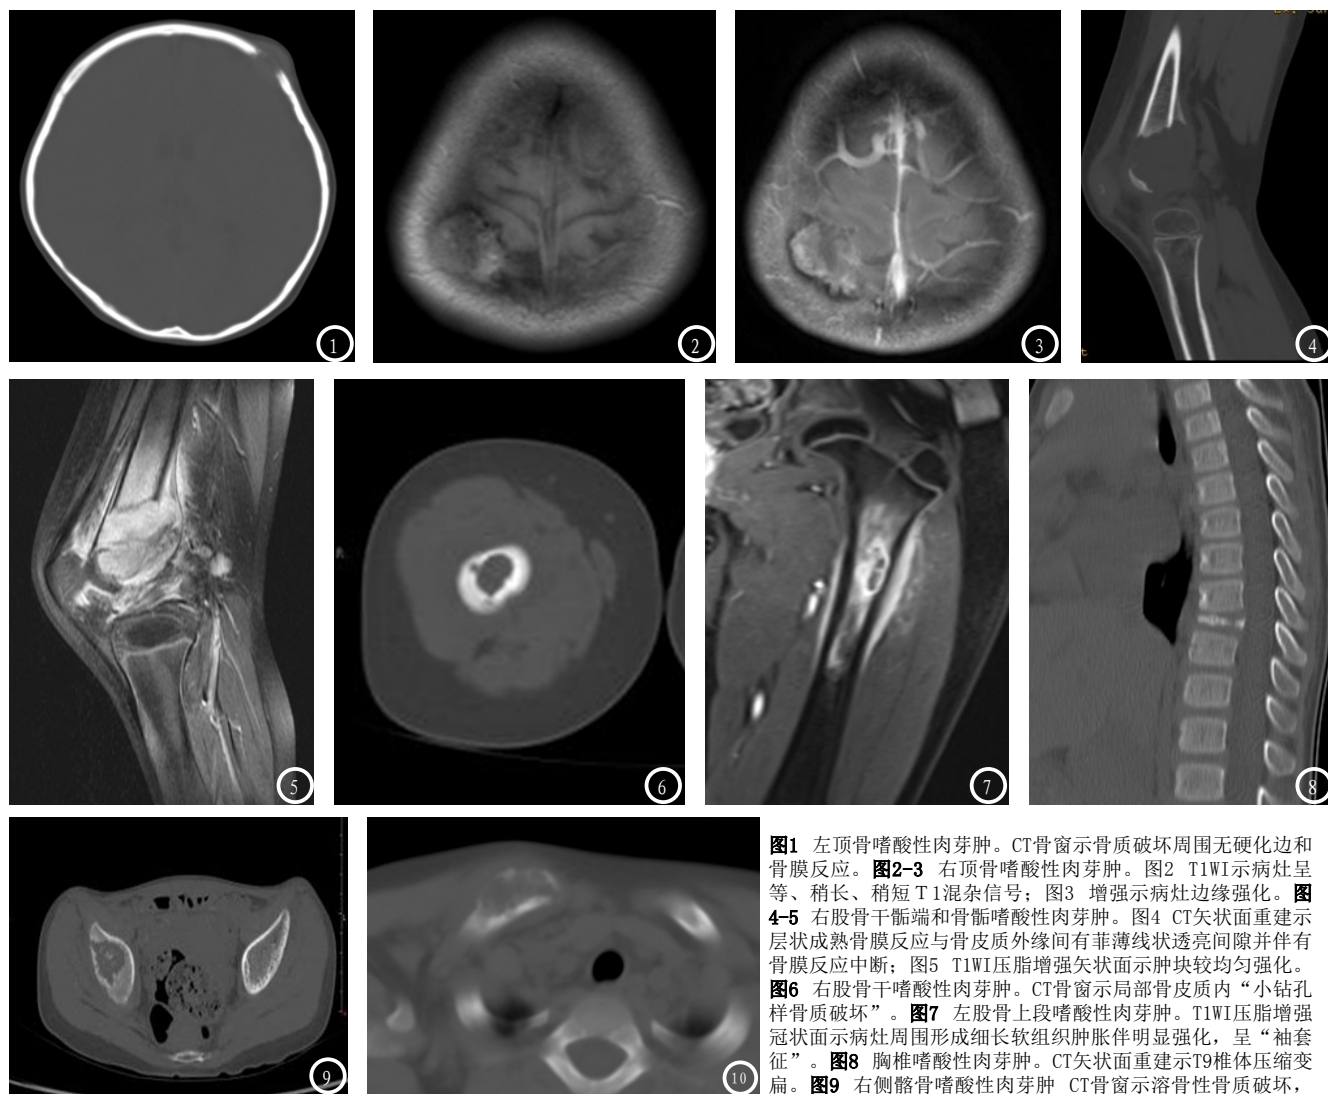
左顶骨嗜酸性肉芽肿。CT骨窗示骨质破坏周围无硬化边和骨膜反应。图2-3 右顶骨嗜酸性肉芽肿。图2 T1WI示病灶呈等、稍长、稍短T1混杂信号;图3 增强示病灶边缘强化。图4-5 右股骨干骺端和骨髓嗜酸性肉芽肿。图4 CT矢状面重建示层状成熟骨膜反应与骨皮质外缘间有菲薄线状透亮间隙并伴有骨膜反应中断;图5 T1WI压脂增强矢状面示肿块较均匀强化。图6 右股骨干嗜酸性肉芽肿。CT骨窗示局部骨皮质内“小钻孔样骨质破坏”。图7 左股骨上段嗜酸性肉芽肿。T1WI压脂增强冠状面示病灶周围形成细长软组织肿胀伴明显强化,呈“袖套征”。图8 胸椎嗜酸性肉芽肿。CT矢状面重建示T9椎体压缩变扁。图9 右侧髂骨嗜酸性肉芽肿 CT骨窗示溶骨性骨质破坏,边缘不光整,未见骨质硬化,病灶内见小斑点状死骨。图10 右锁骨嗜酸性肉芽肿。CT骨窗示膨胀性溶骨性骨质破坏,边界较清,无骨膜反应,周围软组织肿胀。
